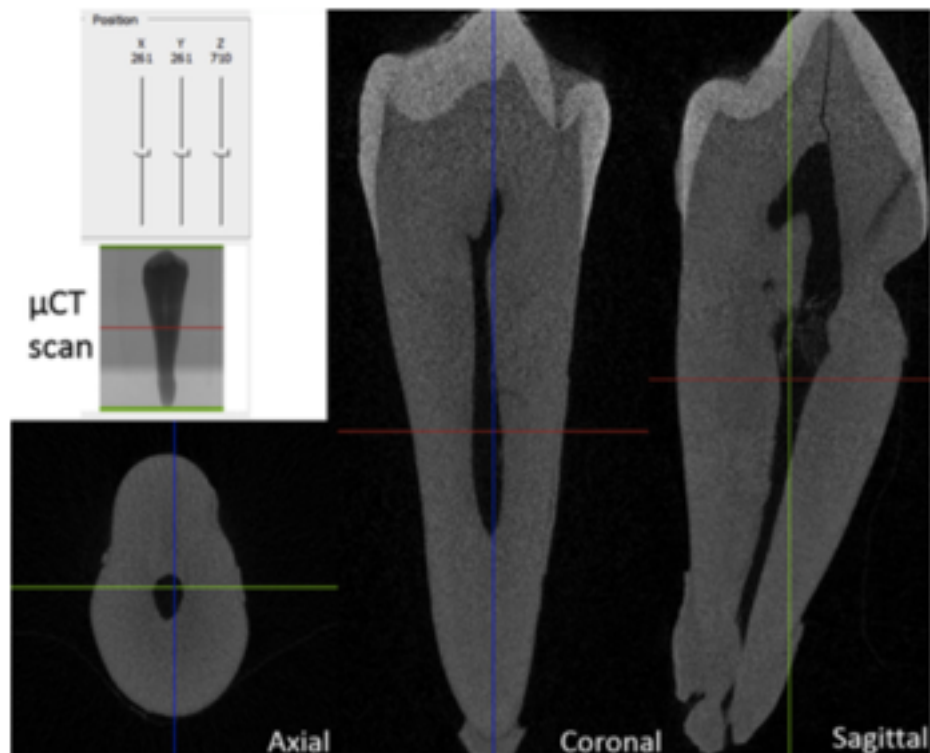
Example of a premolar scanned with the microcomputed tomography (μ CT) system and the reconstructed volume in 3 orthogonal views (axial, coronal, and sagittal).
